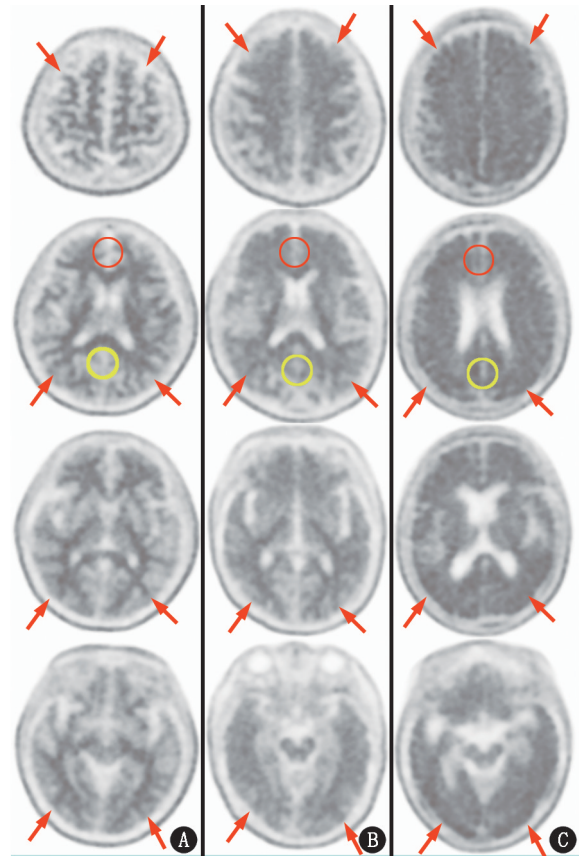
不同程度认知障碍患者¹⁸F-氘代氟贝他吡 (D3FSP) 脑 PET 显像图 [第 1 排均为额叶 (箭头示),第 2 排分别为前扣带回 (红线圈示)、楔前叶 (黄线圈示)、顶叶 (箭头示),第 3 排均为外侧颞叶 (箭头示),第 4 排均为枕叶 (箭头示)]。A. 认知未受损 (CU) 患者 (男, 61 岁) 各脑区灰质显像剂摄取均低于白质; B. 轻度认知障碍 (MCI) 患者 (女, 72 岁) 部分脑区灰质显像剂摄取增高, 灰质、白质分界不清; C. 阿尔茨海默病 (AD) 患者 (女, 62 岁) 全部脑区灰质摄取明显增高, 灰质、白质明显分界不清
